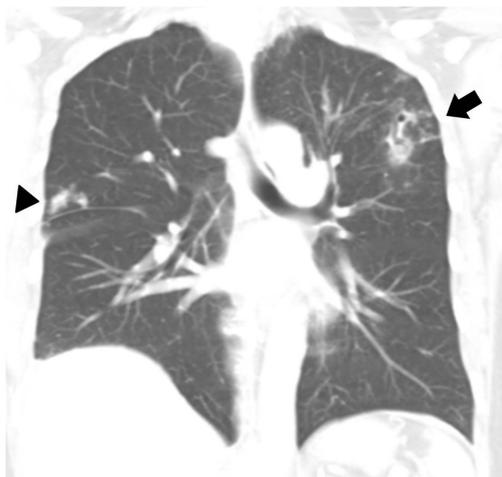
The coronary section of chest CT shows newly developed S shaped tunnel formation (arrow) at the left upper lobe, several nodules (arrow head) in both lung and elevated right diaphragm with small pleural effusion.
